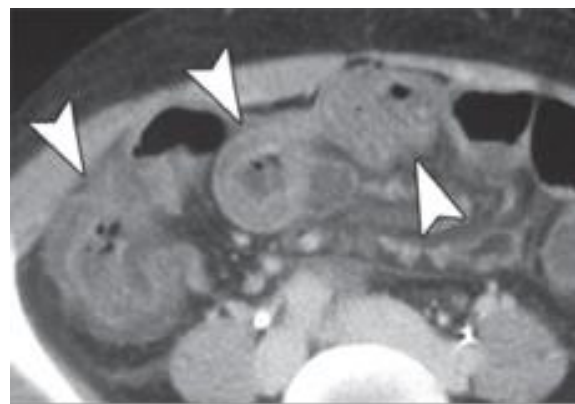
CT - Abdomen nach i.v. KM - Gabe einer 40-jährigen Patientin mit Thrombose der V. mesenterica superior und der Pfortader. Es zeigt sich Darmwandverdickung des Colons ascendens und transversum (Pfeile). Rarefizierung der mesenterialen Venen ist auch nachweisbar (Furukawa et al. 2009).
